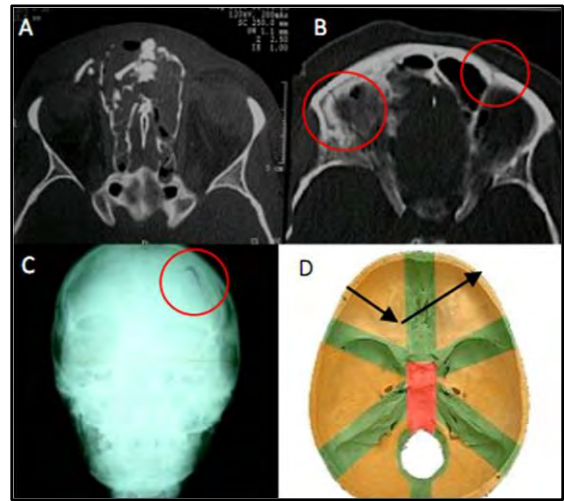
(A) y (B) TAC de cerebro (ventana ósea) corte axial, objetivándose fractura (círculos rojos) clase I-I con compromiso de macizo facial (fractura de Le Fort). (C) Radiografía de fractura clase I-I. (D) Base de cráneo en donde se muestra el trayecto fracturario (flecha negra) en una fractura clase I-I.
